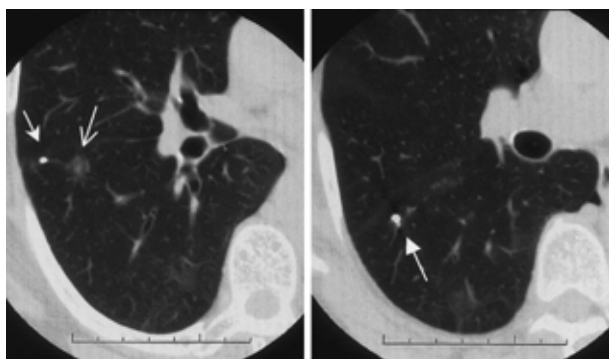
Thin section CT after infusion: Barium (100%) was infused at volumes of 0.02 and 0.06 ml to a site close and lateral to the shadow (B<sup>6</sup>aiiβx periphery: left) and a site that was posterosuperior to and on the slightly mediastinal side of the shadow (B<sup>6</sup>biijβ periphery: right) respectively.
